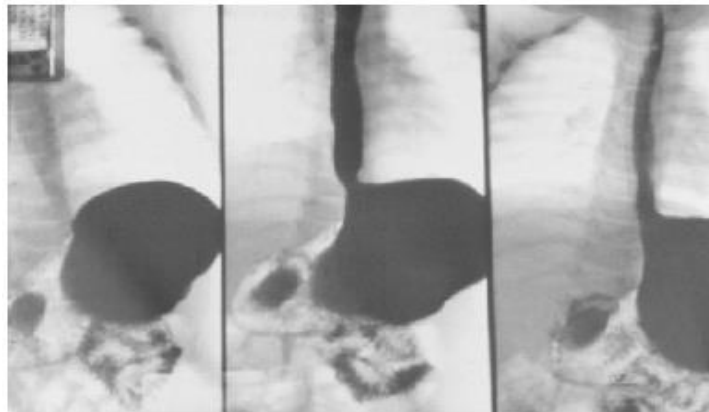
Radiografía, esófago estómago duodeno.<sup>53</sup>
